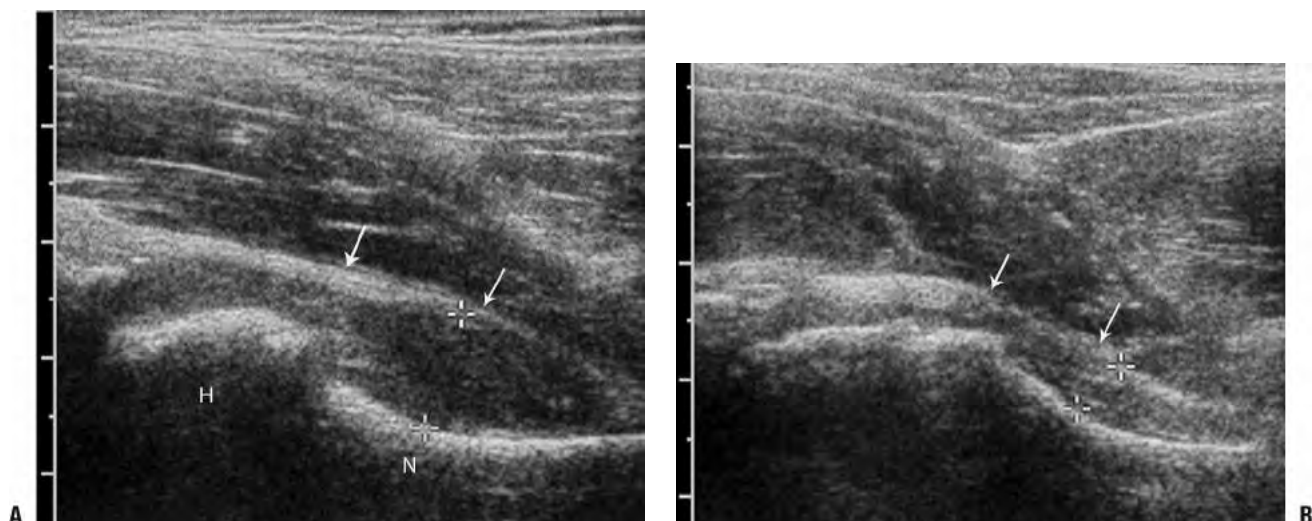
Ultrasonido para la detección de derrame articular de cadera. Niño de tres años de edad con dolor en la cadera. A: evaluación longitudinal de la cadera sintomática desde un abordaje parasagital anterior que demuestra una distensión capsular (pinzas) con abultamiento anterior de la cápsula articular (*flechas*). B: el lado normal contralateral muestra la configuración cóncava de la cápsula (*flechas*). (H, cabeza femoral; N, cuello femoral).
